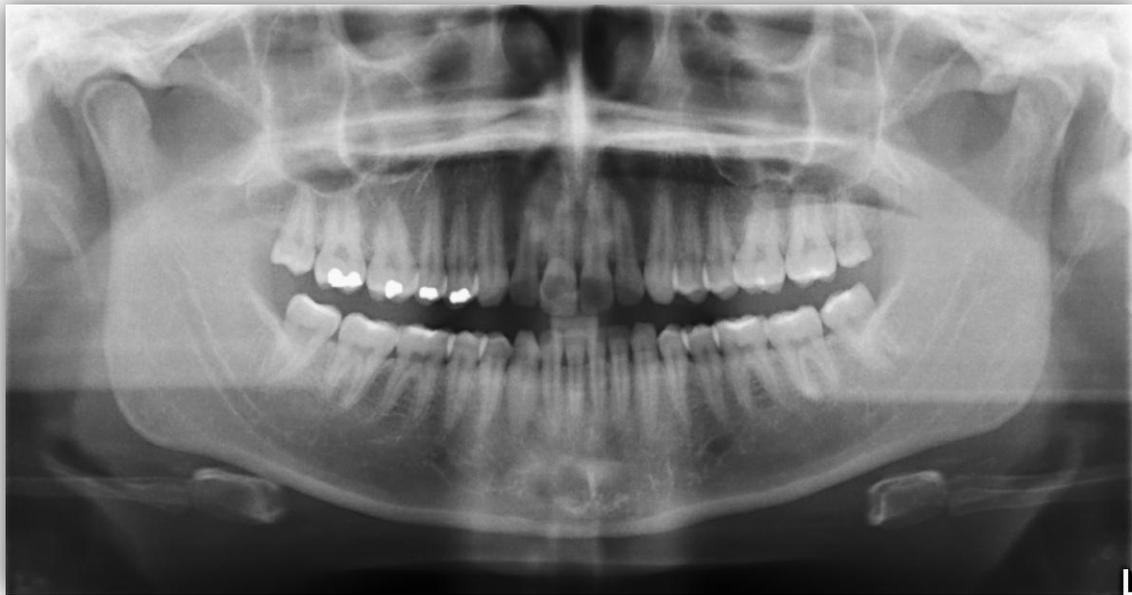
Ortopantomografía de la paciente.
